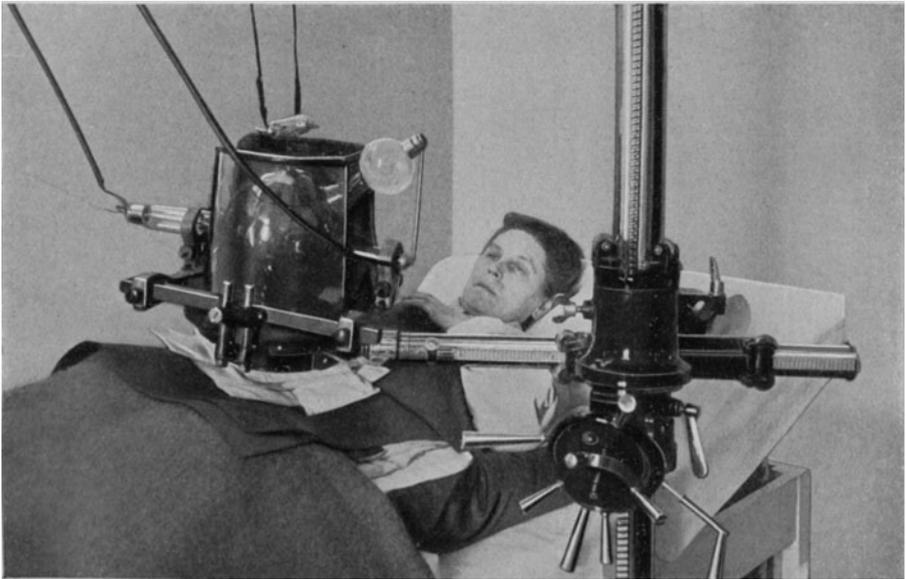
Typische abdominale Röntgenbestrahlung der Myome und Metropathien.
